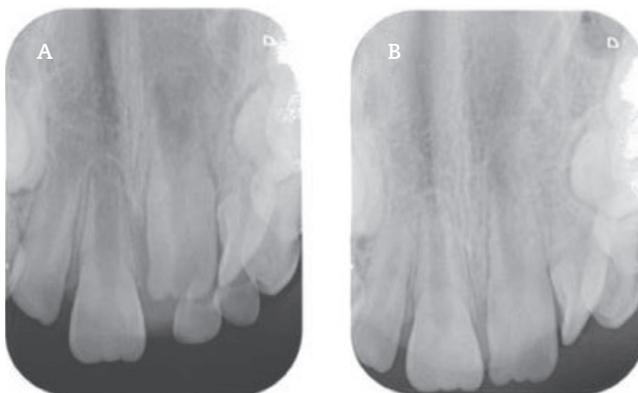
Radiografías periapicales. Periodo postoperatorio: ausencia de lesiones yatrogénicas en la dentición definitiva (A). Periodo de seguimiento: erupción espontánea de las piezas 21 y 22 (B).
